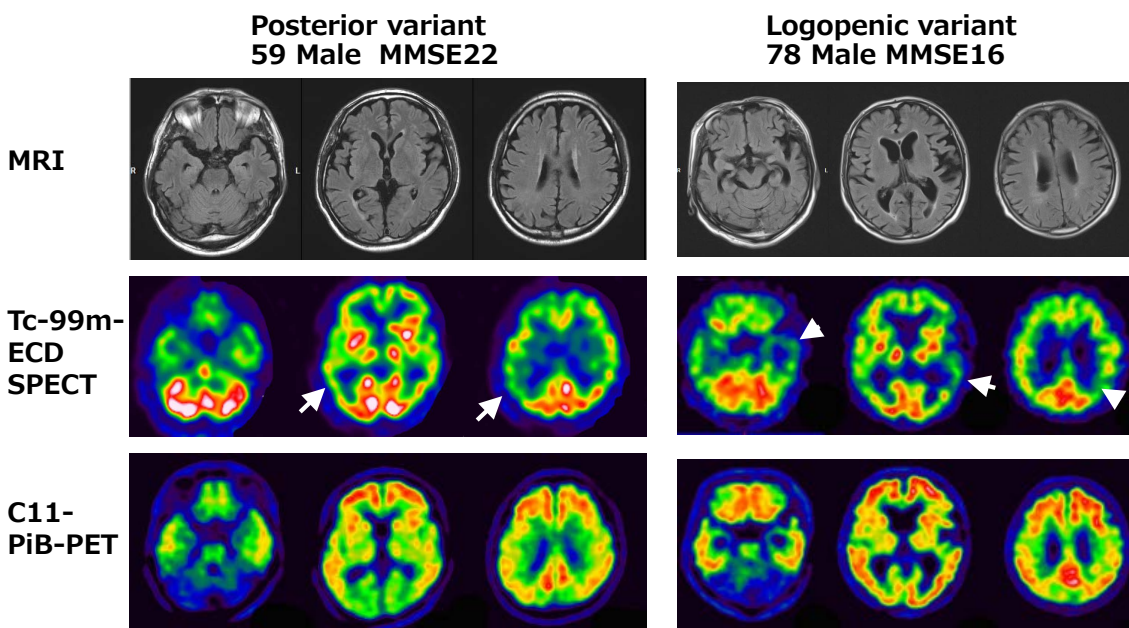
Posterior variant AD および Logopenic variant AD の症例の MRI FLAIR 画像、^{99m}Tc-ECD SPECT、¹¹C-PiB-PET 所見。
